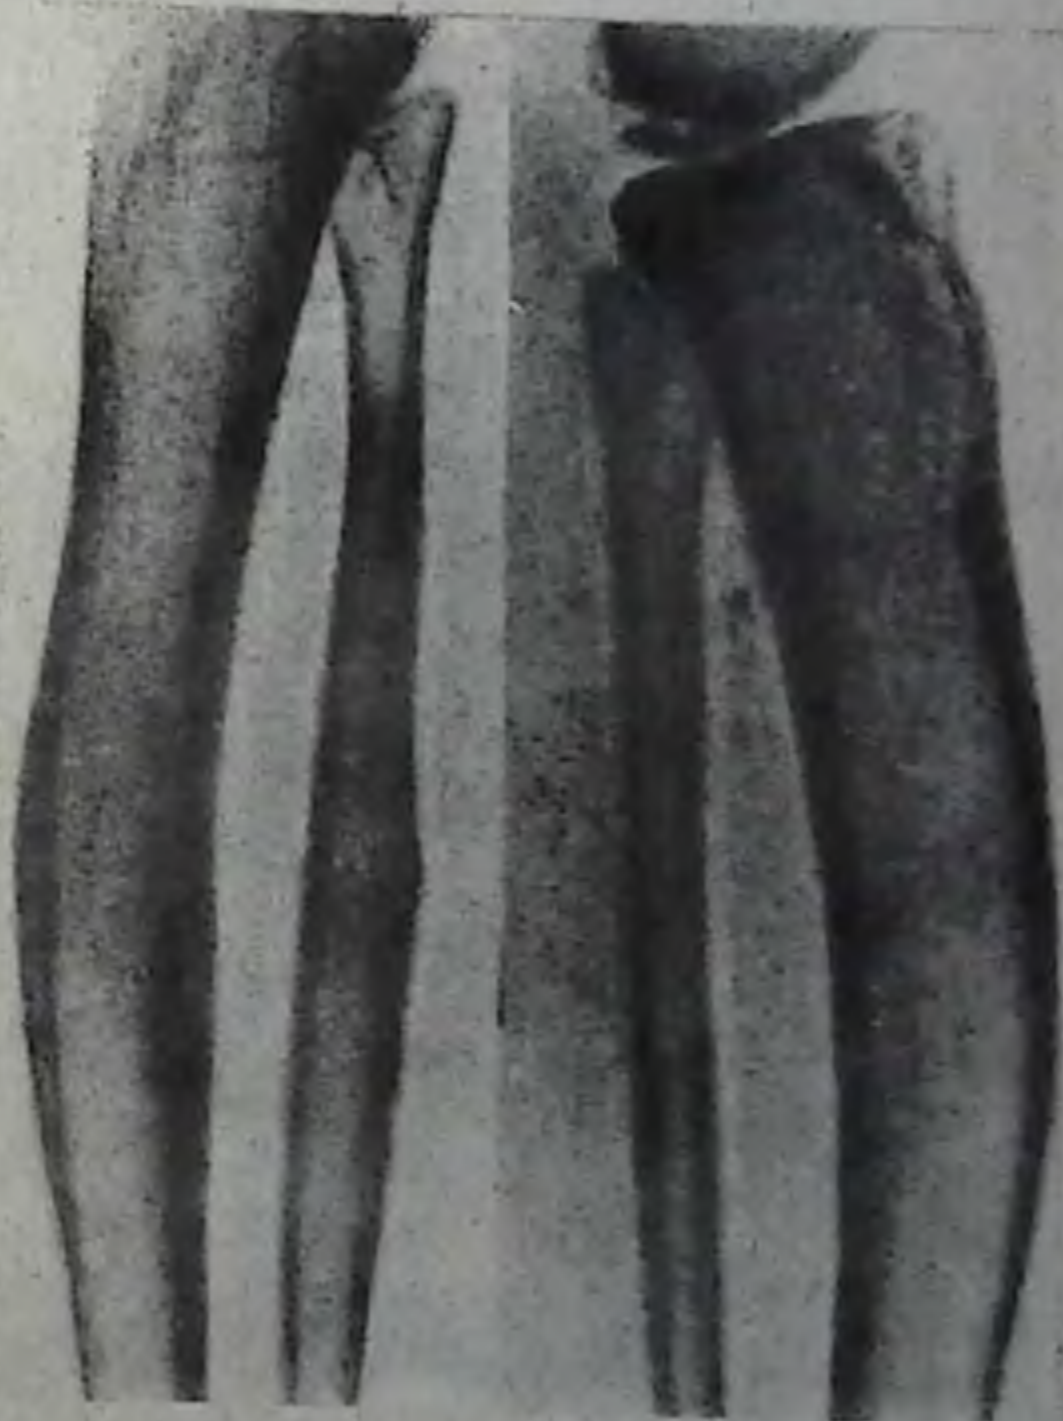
Рентгенограмма костей обеих голеней в боковой проекции. Отмечаются утолщение компактного слоя диафиза большеберцовых костей с саблевидным искривлением. Диафизы малоберцовых костей также утолщены.
